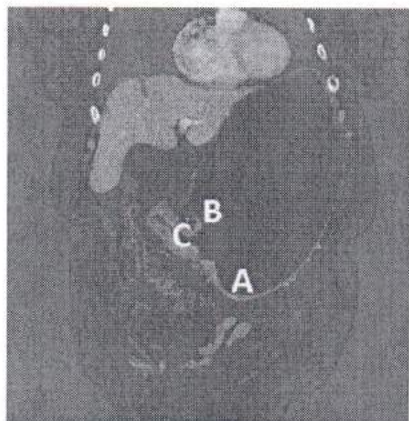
TAC de abdomen con medio de contraste oral y endovenoso. Fase venosa portal. Corte coronal. Importante dilatación de la cámara gástrica (B) asociada a engrosamiento circunferencial del músculo pilórico de 13 mm. El canal pilórico, elongado, mide 57 mm (C). El plano graso perigástrico es fino y bien definido. No se aprecian adenopatías en las estaciones gástricas. Hay un engrosamiento focal de la pared del antro. Nótese la presencia de múltiples divertículos en el ángulo hepático y el colon transverso.
